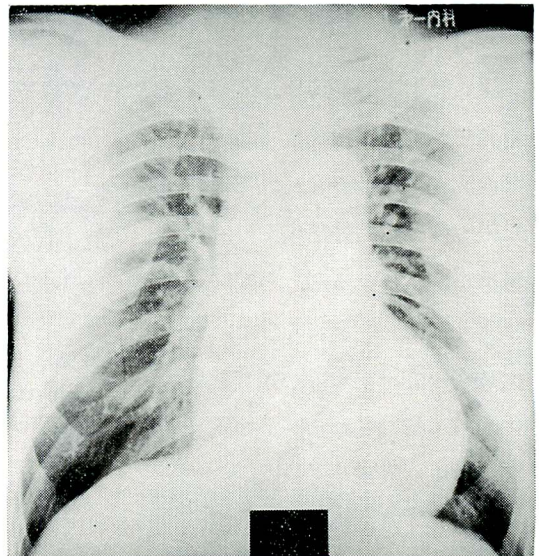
Chest X-ray (case 2)
